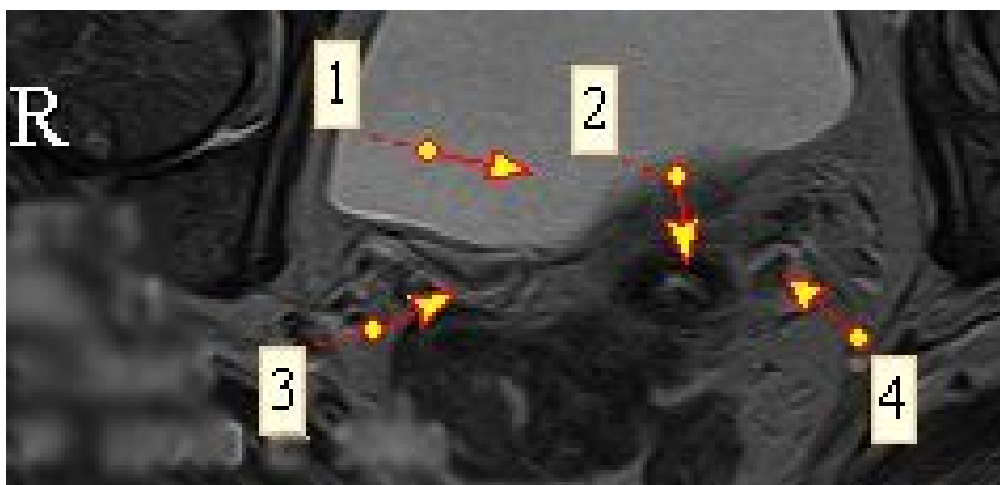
Артерии матки при sinistrodeviatio uteri, МР–томограмма в проекции АХ Т2: 1 – мочевого пузыря; 2 – матка; 3 – правая маточная артерия; 4 – левая (более извитая) маточная артерия
